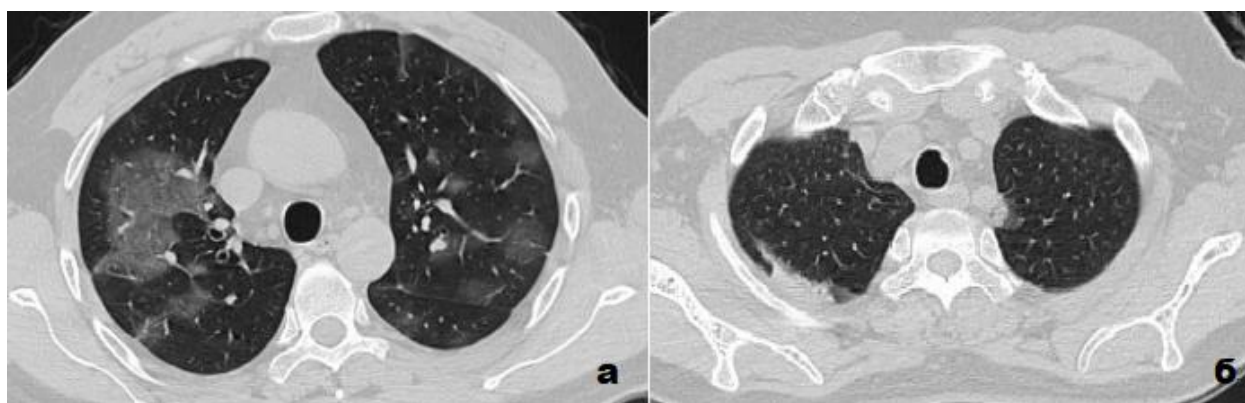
Ложноотрицательные случаи по данным ультразвукового исследования. МСКТ органов грудной клетки, аксиальная плоскость. а-Диффузные интерстициальные изменения обоих легких с наличием множественных участков повышения плотности по типу «матового стекла» (глубокое расположение) у пациента 41 года. б-Зоны консолидации в субплевральных отделах (экранирование лопаткой) у пациентки 60 лет.
